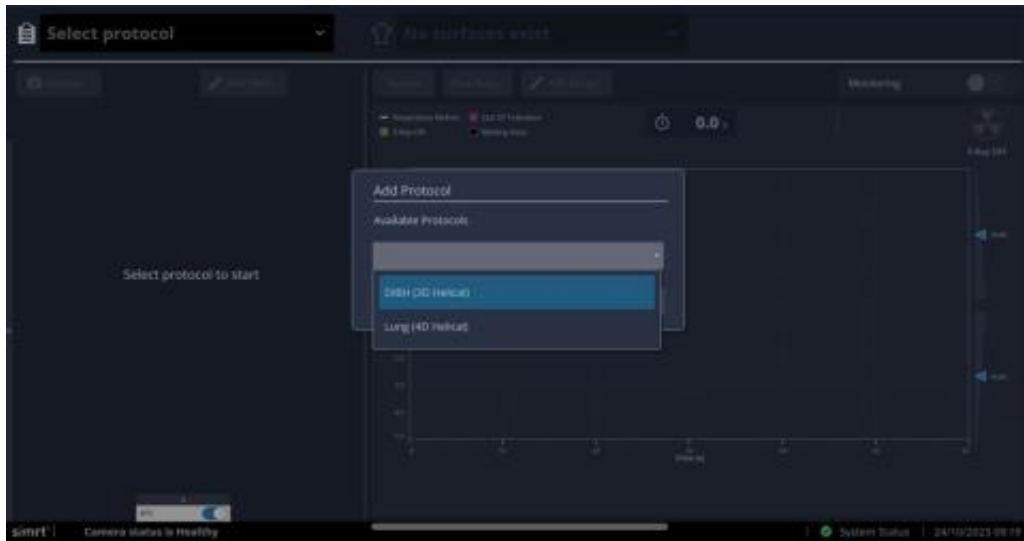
Interface *SimRT* - Seleção de protocolo de TC de planeamento com recurso à técnica de *Deep Inspiration Breath Hold* (Ribeiro et al., 2024).
